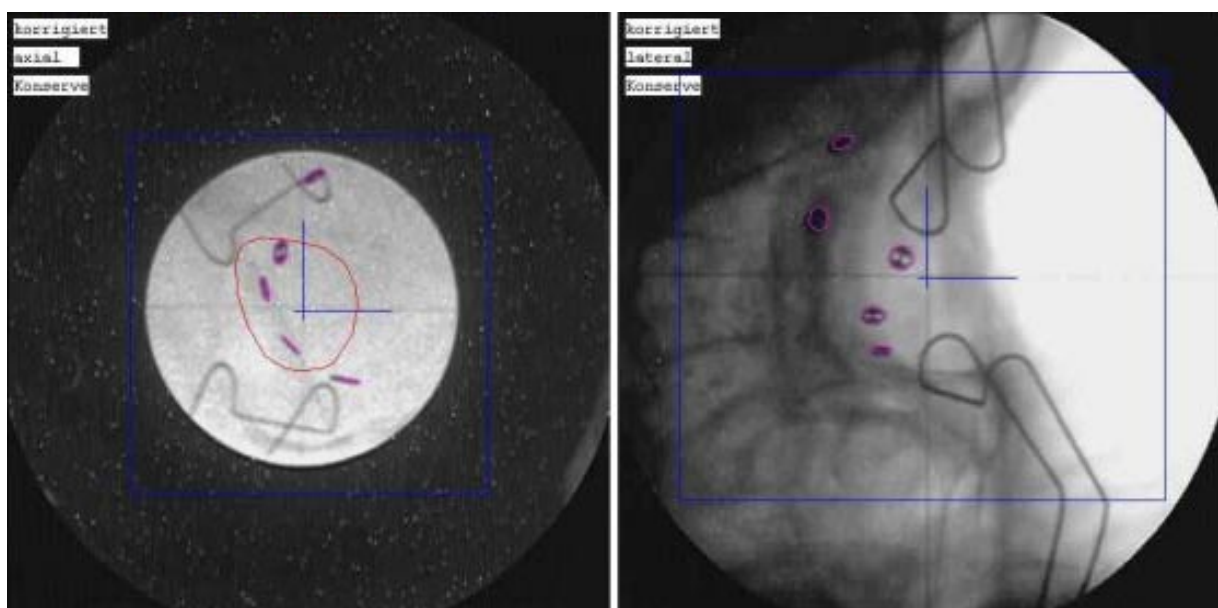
Röntgenkontrolle der Tantalum-Clips am Bestrahlungsgerät vor Bestrahlungsbeginn
